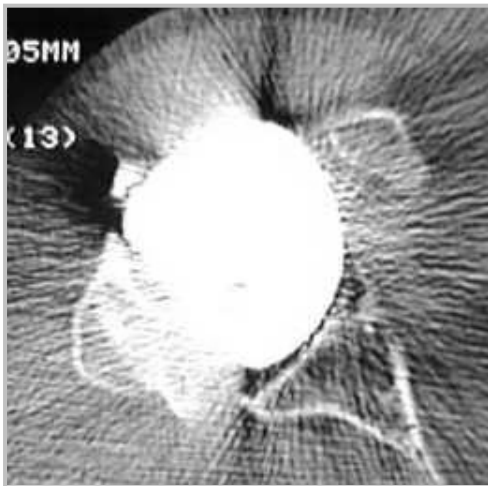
TC - Consolidació posterior
